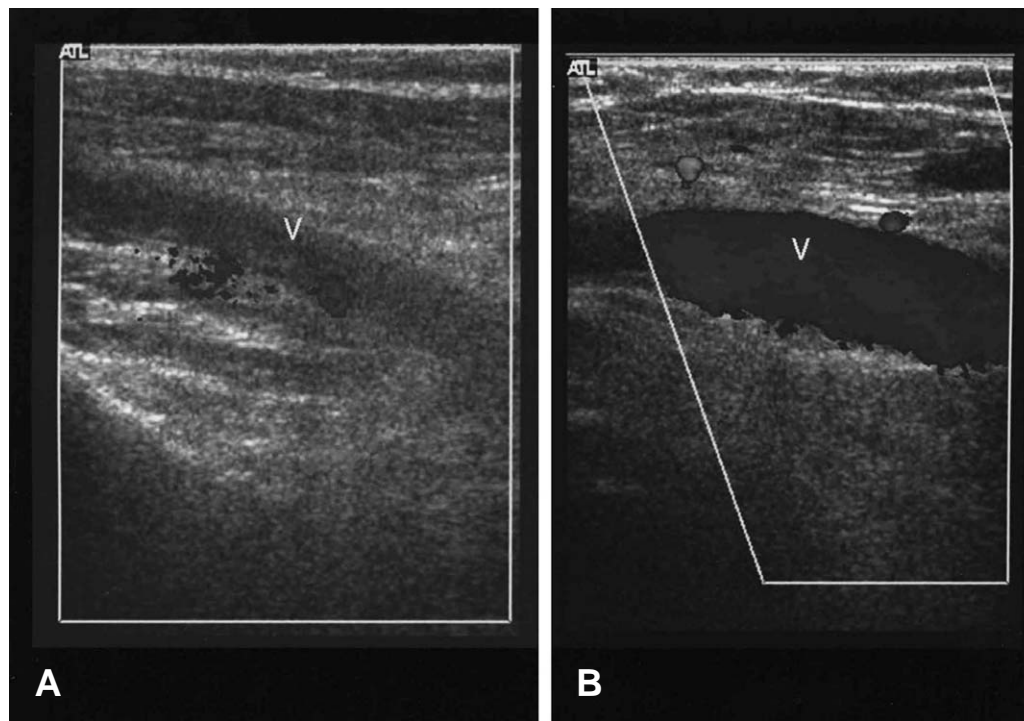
(A) Duplex color doppler ultrasound (DDU) shows echogenic thrombus & decreased blood flow (B) Follow-up DDU shows decreasing thrombi & increased blood flow after thrombolytic treatment for 3 months.
